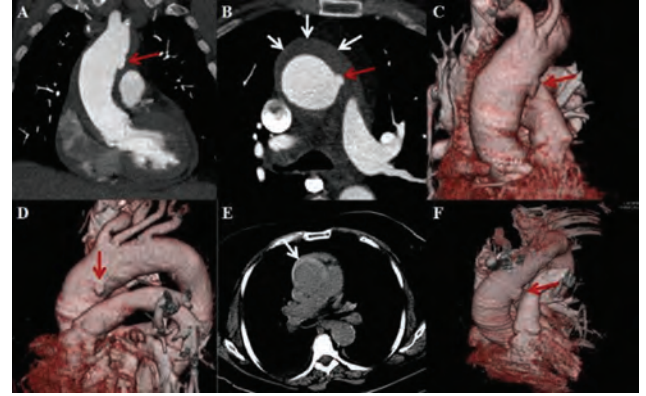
Coronal reformatted multi-plane reconstruction image and axial contrast enhanced computed tomography (CT) images show a focal collection of contrast material in the aortic wall which is consistent with penetrating aortic ulcer (red arrows) and intramural hematoma (white arrows) (A-B). Oblique coronal and oblique sagittal volume rendering technique (VTR) images show the protrusion resembling a mushroom (red arrows) (C-D). Follow-up unenhanced CT image shows a crescent-shaped area of hyperdensity in the aortic wall corresponding to an intramural hematoma (white arrow) (E). Follow-up oblique coronal VTR image shows progression of penetrating aortic ulcer (red arrow) (F).
